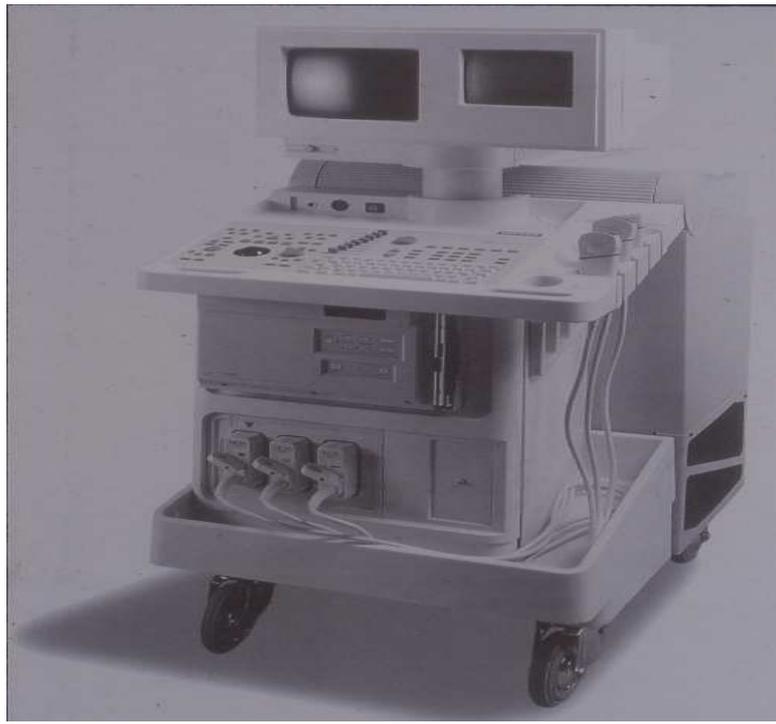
Sonographieeinheit Siemens Q2000
